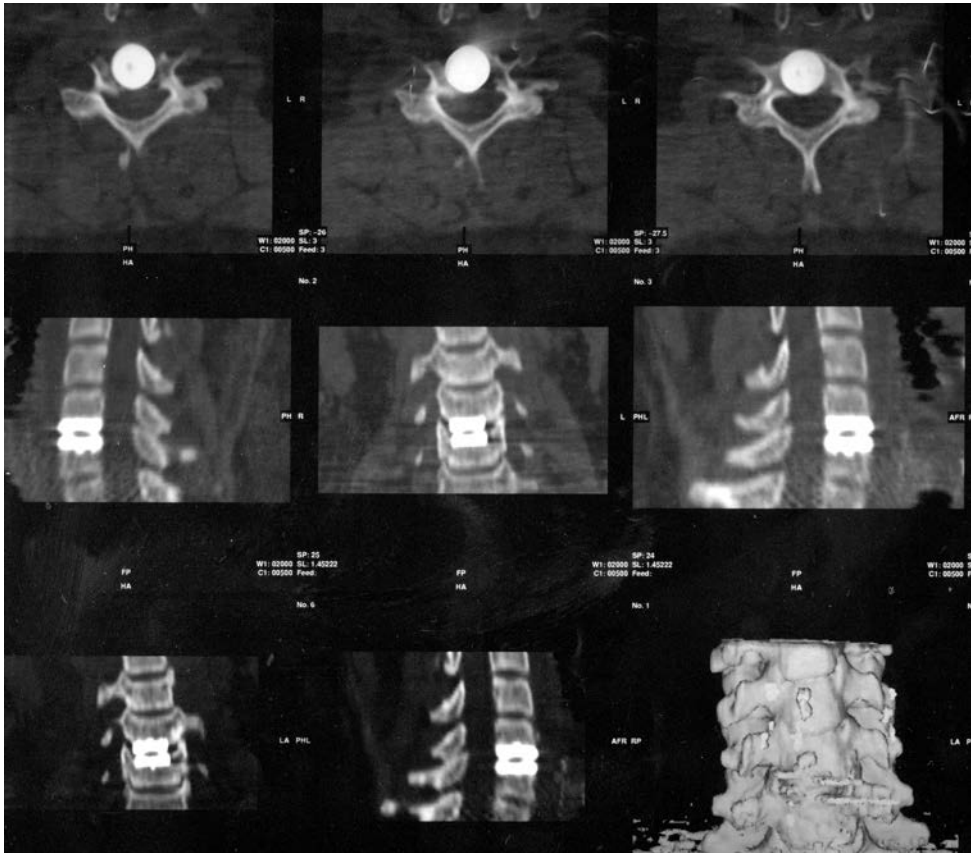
Спіральна КТ дає повне уявлення про положення диска
